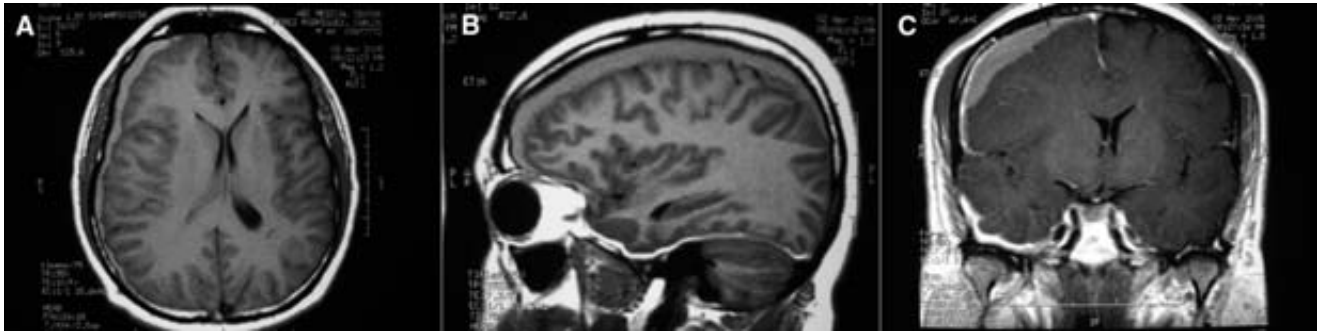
Resonancia magnética de cráneo. A) Corte axial ponderado de T1. B) Corte sagital donde se observa hematoma subdural frontoparietotemporal derecho con compresión del tejido cerebral y desplazamiento de la línea media hacia la izquierda y compresión del ventrículo correspondiente. C) Herniación del cíngulo.
